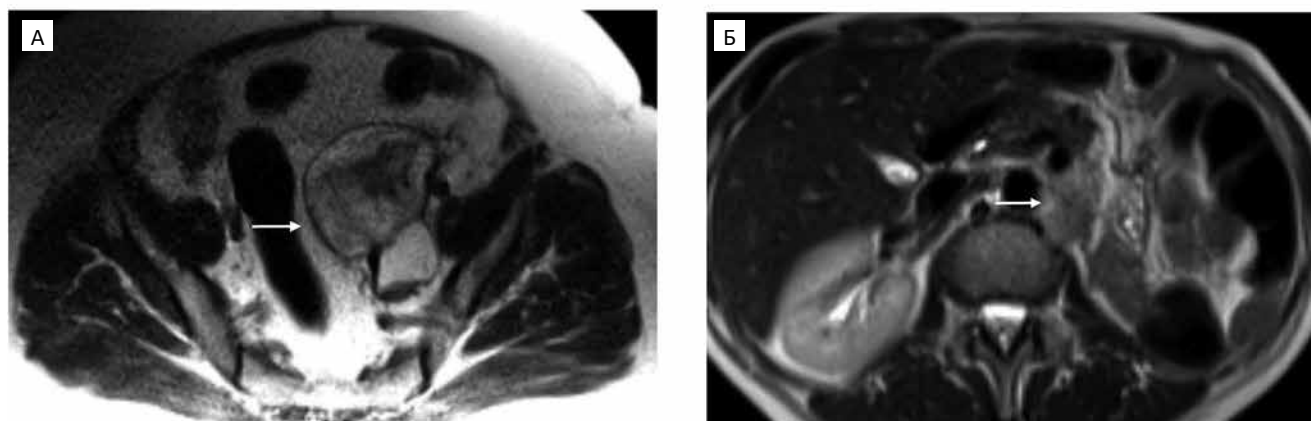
Аксиальная МР-томограмма малого таза у женщины 55 лет с рецидивом ВЛС через 11 мес после оперативного вмешательства (А); аксиальная МР-томограмма абдоминальной области женщины 57 лет с рецидивом ДЛС через 18 мес после оперативного вмешательства (Б);
